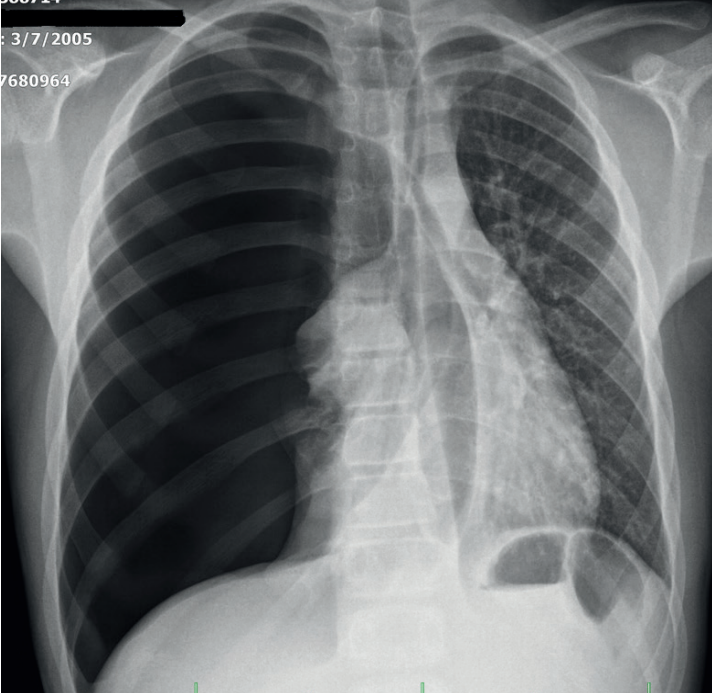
PA akciğer grafisinde düşük akciğer görünütüsü (Dropped Lung, Fallen Lung Sign)
